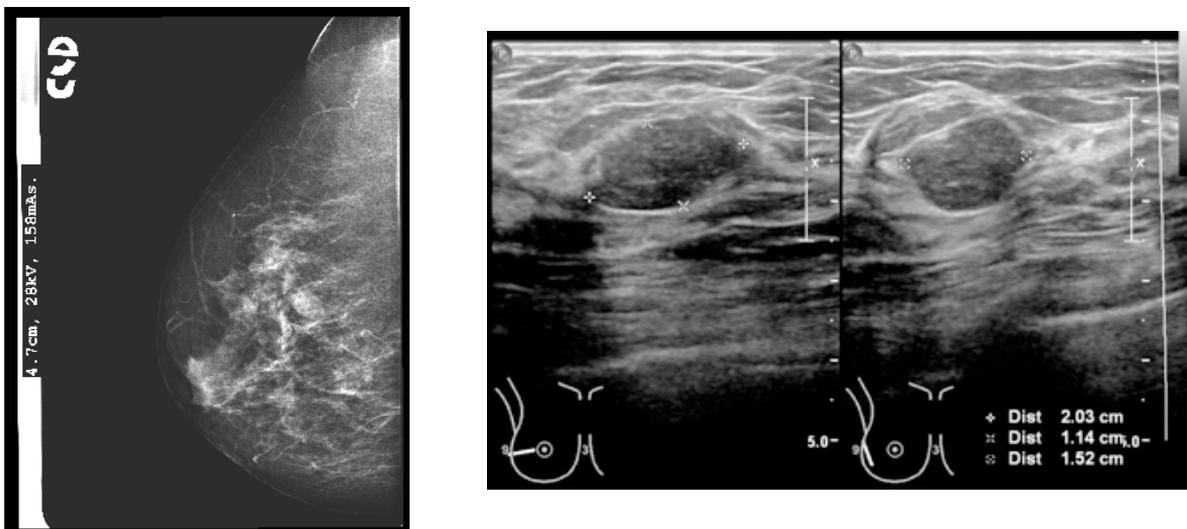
A) Mastografía, B) Ultrasonido
